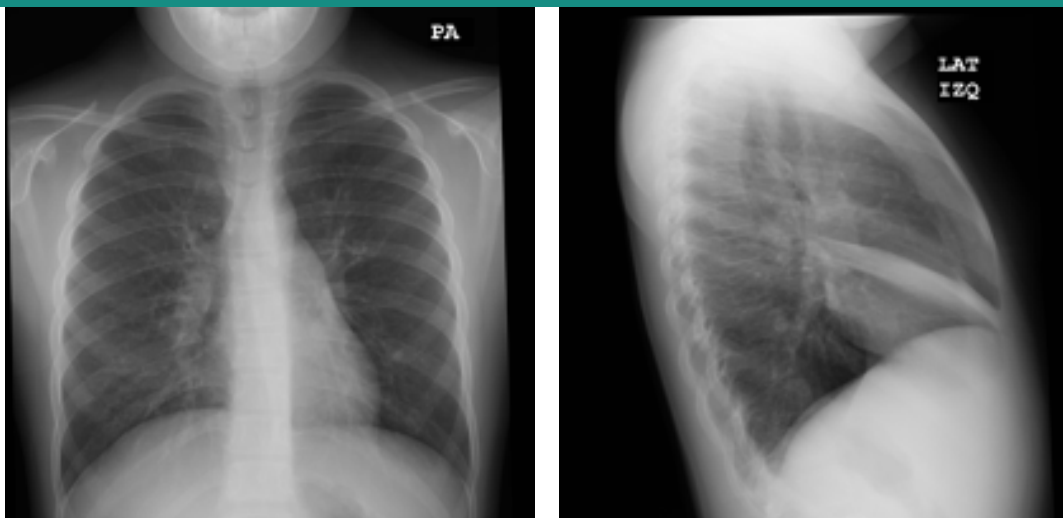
Radiografía de Tórax Posteroanterior y Lateral
